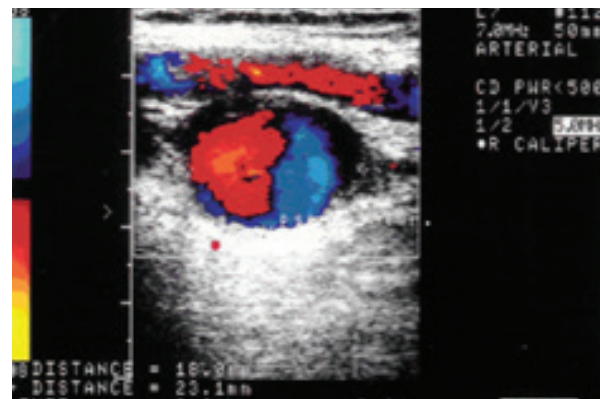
Ecografía Doppler arterial y venosa: pseudoaneurisma de la arteria axilar izquierda con signo de Yin Yang.
